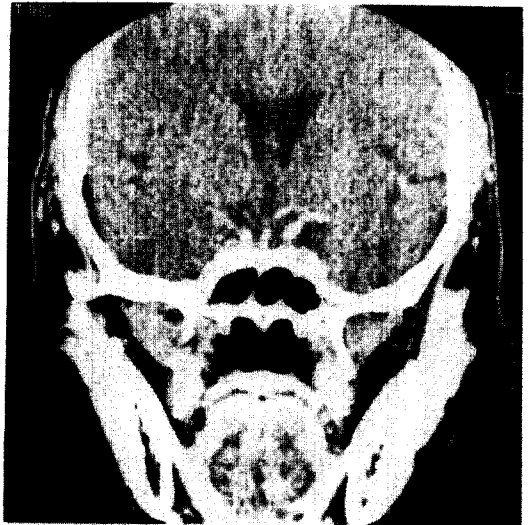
Sella coronal CT showing no gross abnormality.
